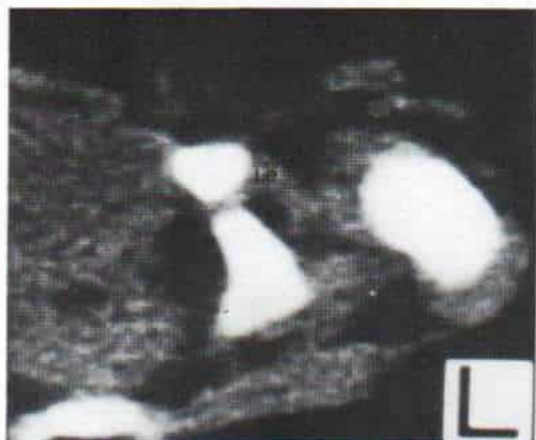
Tomografía computadorizada de la cadera que señala constricción notable de la cápsula por tensión del tendón del psoasiliaco.
